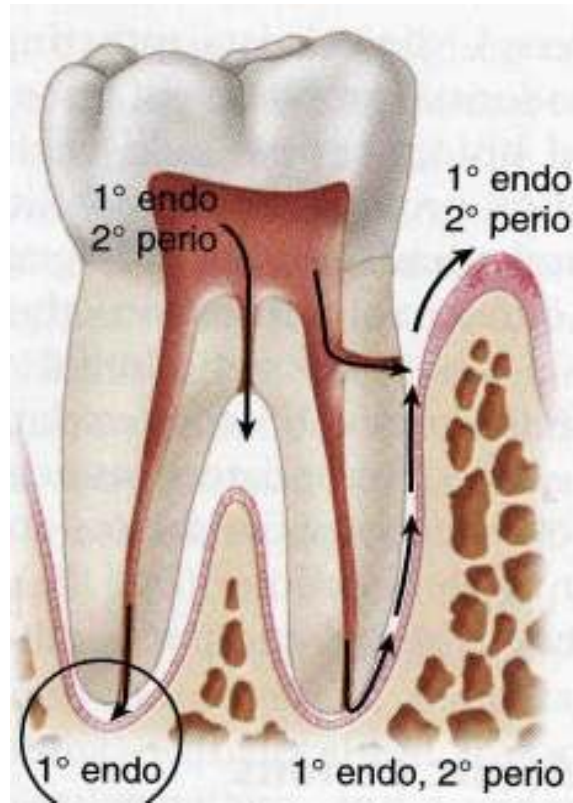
Vías de contaminación y radiografías. ^{1, 7, 14}
